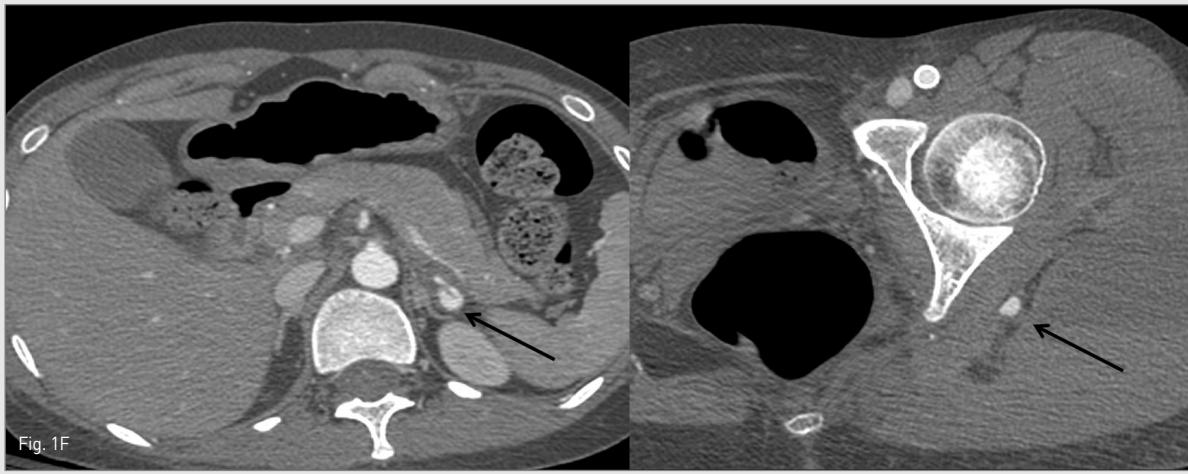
Follow-up CT 1 week later reveals newly developed dissection of the splenic artery and pseudoaneurysm of the left superior gluteal artery.
